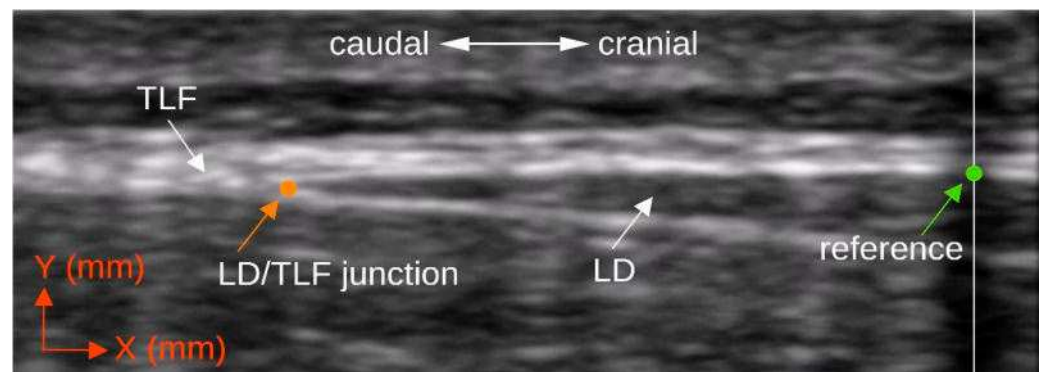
Single image measurement of *TLF* deformation. LD/TLF, junction, coordinate point $X1 | Y1$ (orange dot) of the junction of LD to TLF; reference, coordinate point $X2 | Y2$ (green dot) at the bottom of the TLF and centred on the US shadow; US, ultrasound; LD, latissimus dorsi muscle; TLF, thoracolumbar fascia.
